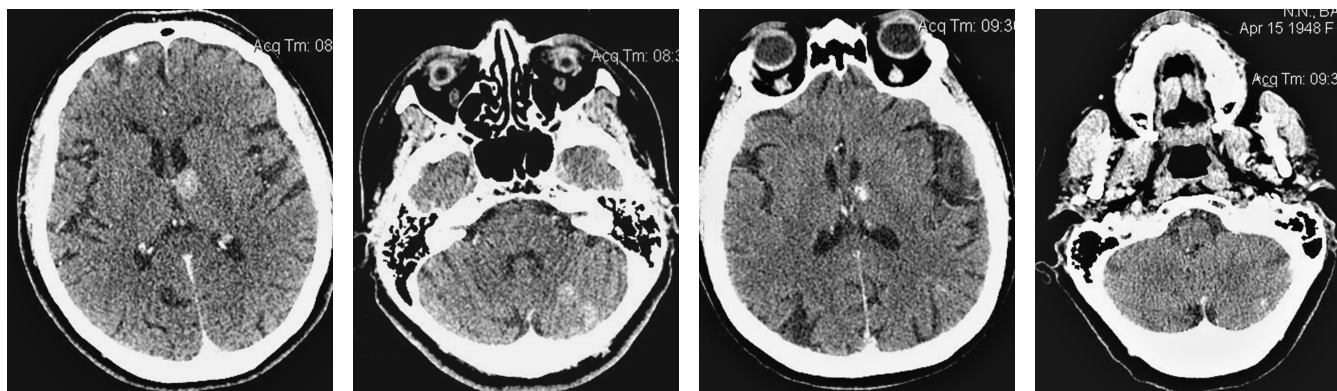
Полный ответ (Complete Response). Пациент Н., 1960 г.р. Плоскоклеточный рак верхней доли правого легкого, состояние после верхнедолевой лобэктомии справа. Терапия: атезолизумаб. Обратился в стационар экстренно с неврологическими жалобами (головная боль, головокружение, некупируемая тошнота, спутанность сознания). На КТ головного мозга при первичном исследовании выявлялись гипervasкулярные новообразования в левой теменно-затылочной области, в передней черепной ямке слева с наличием по периферии зоны перифокального отека. При выполнении КТ органов грудной полости определялся увеличенный превазальный лимфатический узел (2,0×2,2 см). За период динамического наблюдения с сентября 2017 г. по февраль 2019 г. отмечается положительная динамика в виде полного регресса превазального лимфатического узла в жировой клетчатке переднего средостения и вторичных депозитов в больших полушариях головного мозга
